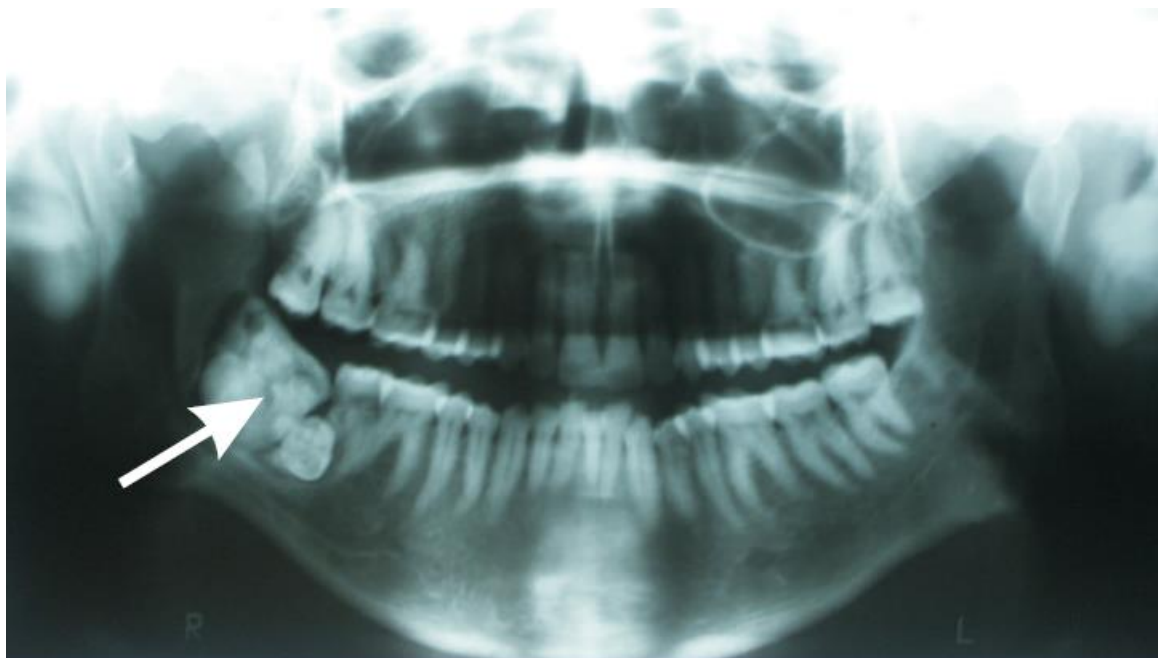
Radiografia panorâmica de um paciente portador de um Odontoma Complexo em região posterior de mandíbula.
